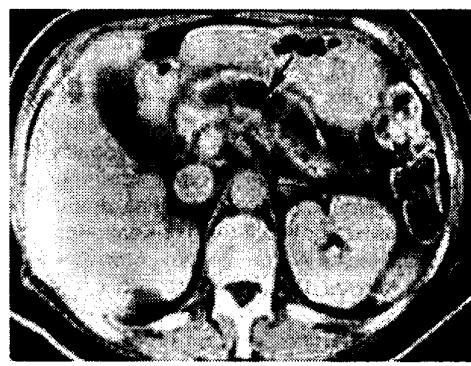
Компьютерная томография поджелудочной железы при сердечной недостаточности, обусловленной диффузным кардиосклерозом
